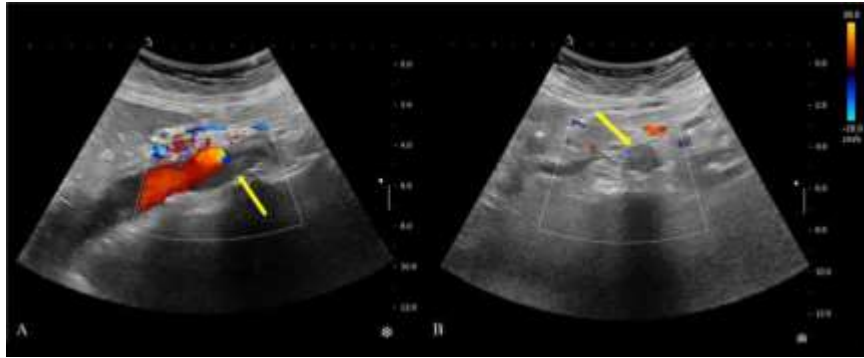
Doppler color que muestra placa hipoeoica dentro de la luz de la aorta abdominal distal sin flujo de color (flechas amarillas).
